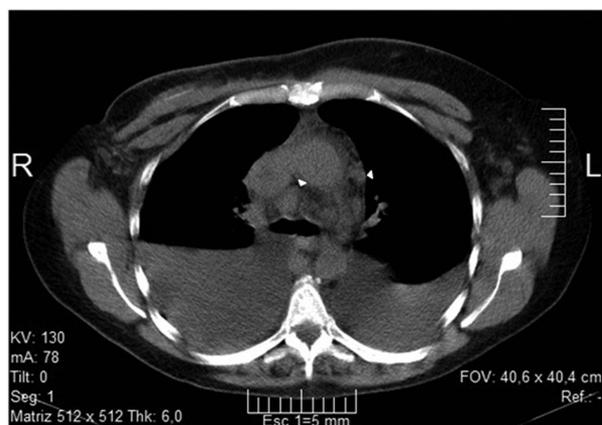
TC sin contraste, plano axial. Adenomegalias mediastinales bilaterales (cabecitas de flecha), precarinales, paraaórticas y subaórticas. Abundante derrame pleural bilateral a predominio derecho. Ganglios linfáticos axilares izquierdos aumentados de tamaño.
